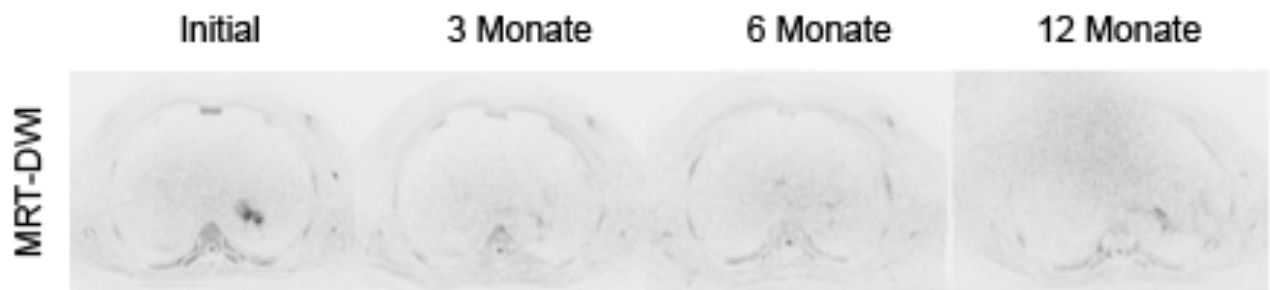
Patient 12; DWI-Sequenzen im Verlauf; es zeigen sich im gesamten Verlauf keine erneute Manifestation eines klinisch relevanten Tumors und keine Neumanifestation der initialen Diffusionsrestriktion.
